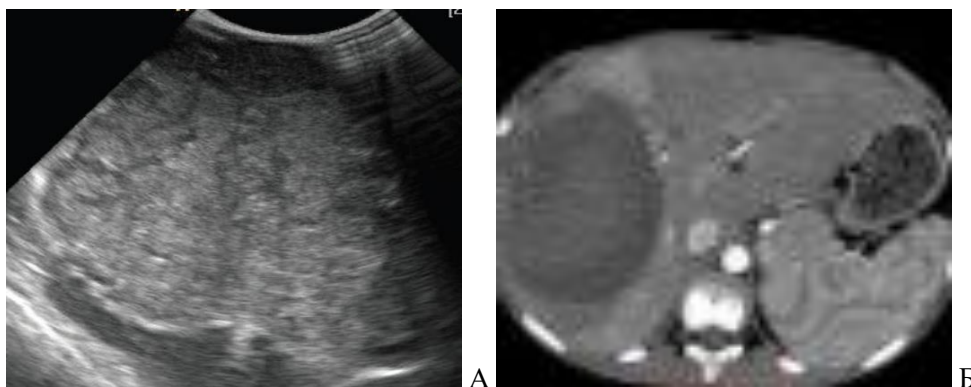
УЗИ и КТ печени при опухолях. А) эхограмма опухоли печени в обычном режиме: опухоль визуализируется недостаточно четко;
